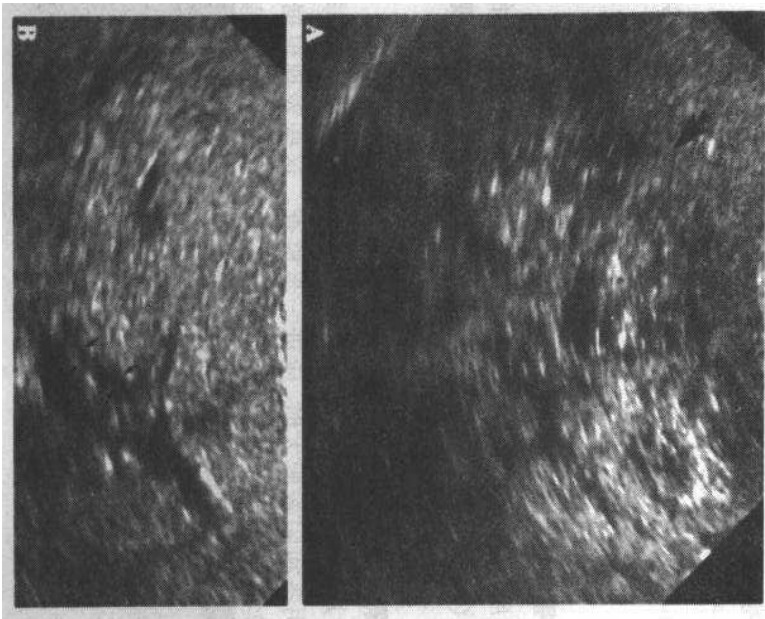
常染色体隐性多发囊性肾病。A 右肾矢状位超声图像显示右肾(箭头)明显增大伴有回声不均匀,肾实质内见有小的囊性区(1mm)。B 肝脏横断面超声图像显示,由于肝脏纤维化使得肝实质回声增强,邻近左肝静脉区见轻度扩张的肝内胆管树(小箭头)
